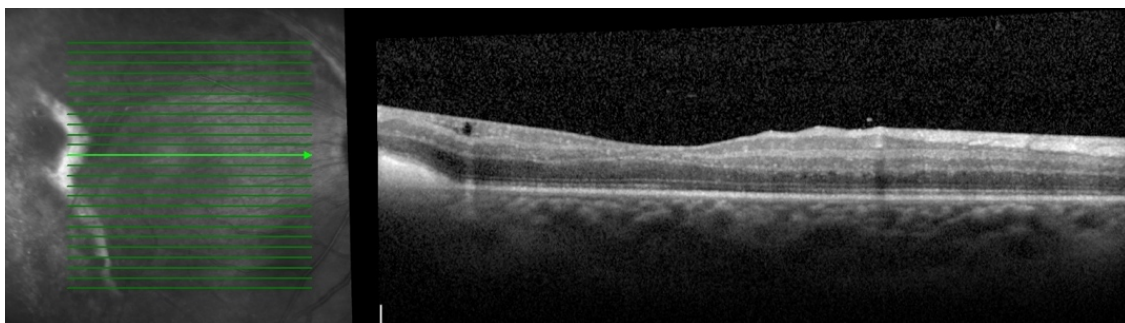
Tomografia de coerência ótica do olho direito. Resolução do descolamento neurosensorial
